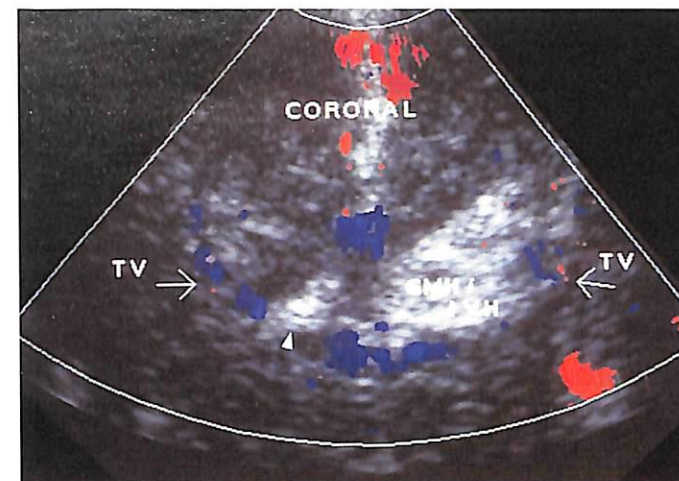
Цветовое доплеровское УЗИ (увеличенное изображение лобных рогов на корональном срезе) демонстрирует ход терминальных вен по нижнему краю лобных рогов боковых желудочков. Отмечается компрессия левой терминальной вены (стрелка) крупным левосторонним кровоизлиянием в области герминального матрикса, распространившимся на левый лобный рог и приведшим к его расширению. Частичная компрессия правой терминальной вены (стрелка) вследствие менее выраженного правостороннего кровоизлияния в области герминального матрикса.
